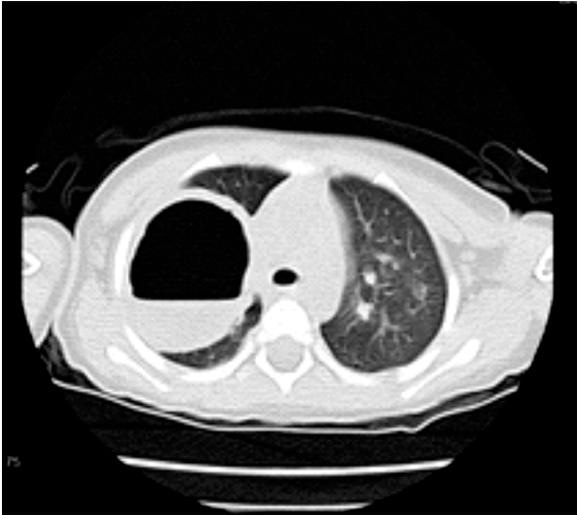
TAC de tórax donde se aprecia absceso pulmonar en lóbulo superior derecho. Nótese nivel hidroaéreo.
